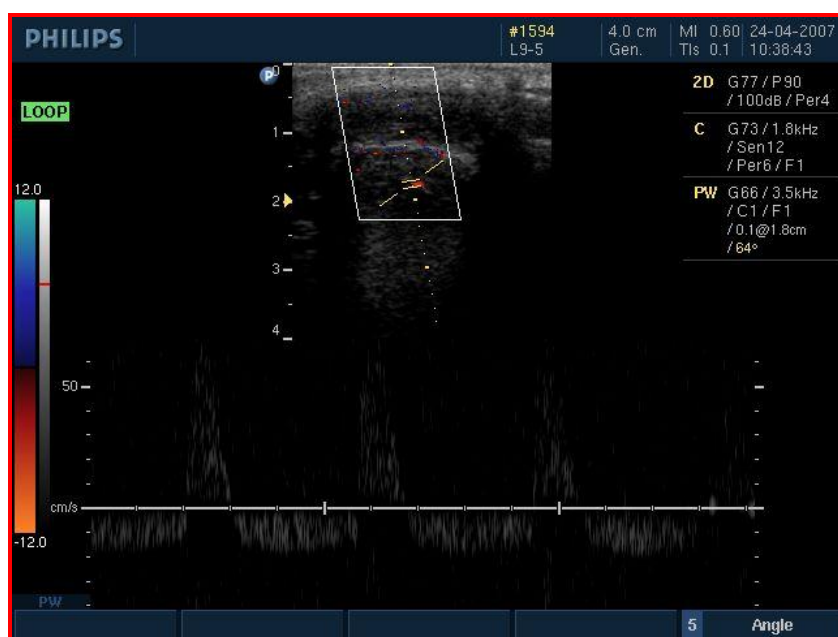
Examinare Doppler peniană. Faza de tumescență completă, Viteza sistolică maximă 62 cm/sec (DE psihogenă)
